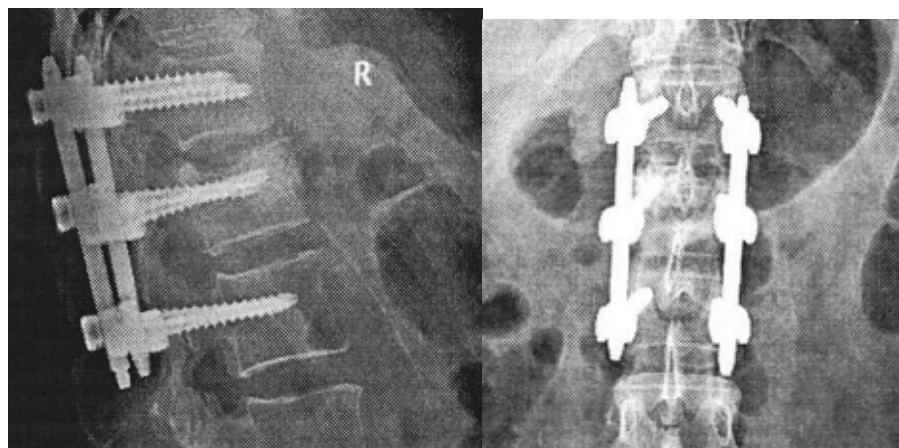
Фоторентгенограммы позвоночника в прямой и боковых проекциях: коррекция деформации поврежденного сегмента и восстановление высоты поврежденного тела сохраняются
